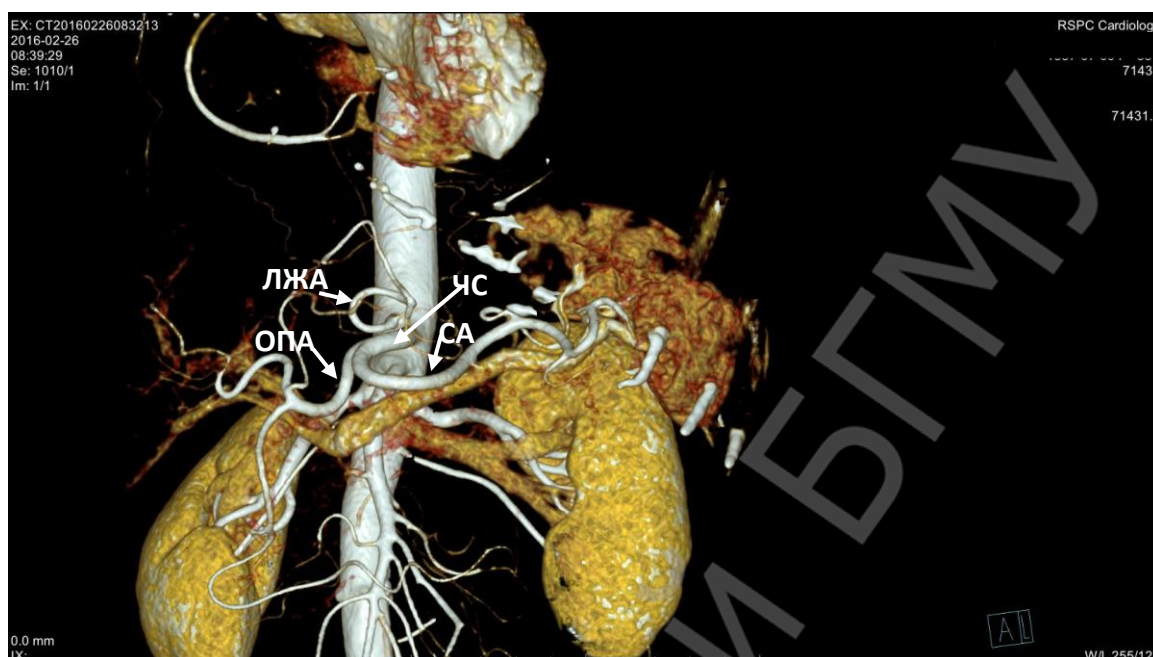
Отхождение ЛЖА от аорты (компьютерная томография, 3D реконструкция)
